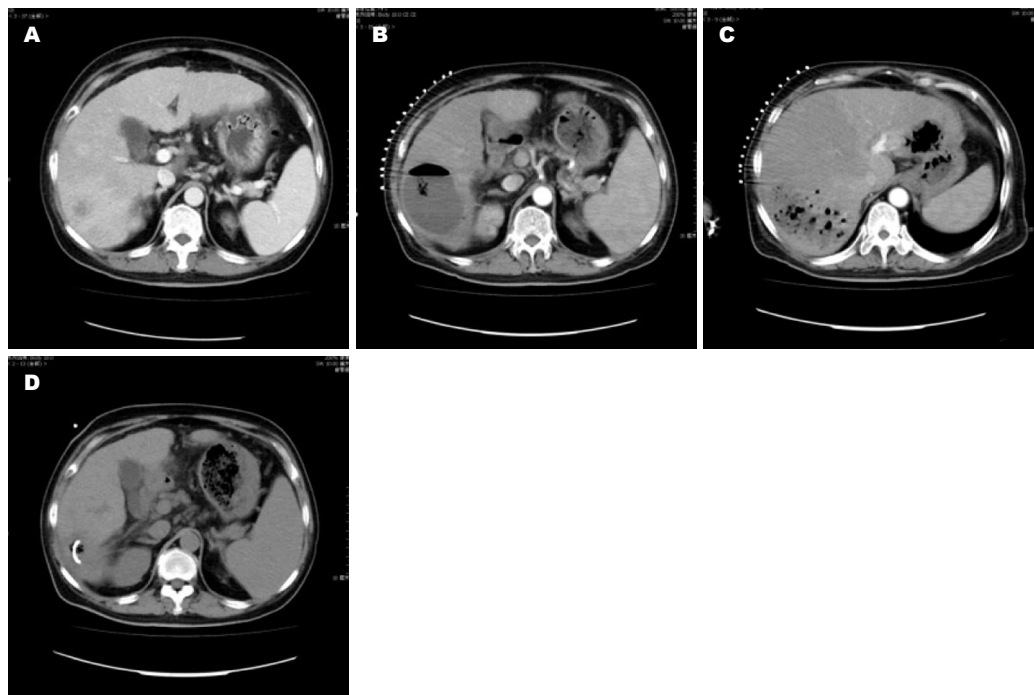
巨块型HCC KMG栓塞治疗后出现单发的肝脓肿伴液平形成, 经穿刺引流及抗炎治疗后脓腔闭合. A: KMG栓塞治疗前增强CT扫描病灶呈巨块型、瘤体区明显强化; B: KMG栓塞治疗后CT平扫可见肝右叶单发脓肿伴液平形成; C: 同一病例, 肝脓肿下极尚未完全液化区; D: 穿刺引流术后肝脓肿脓腔闭合. 编辑: 郭鹏. 电编: 鲁亚静
